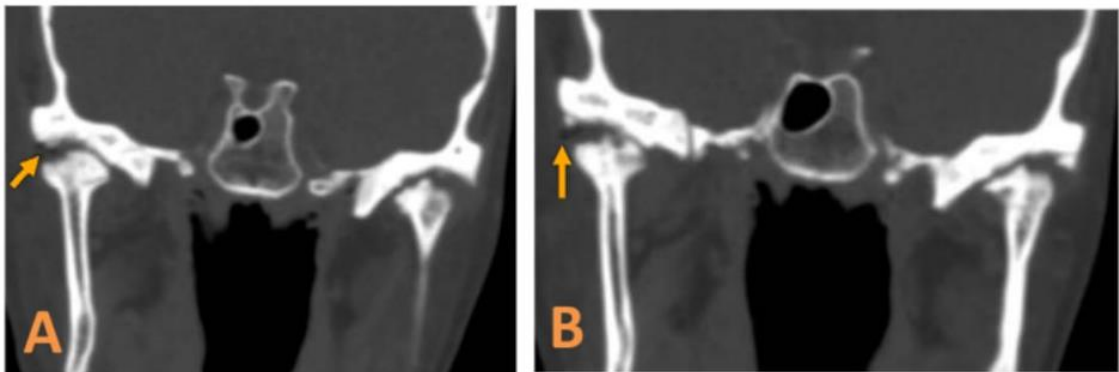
Cortes coronales de TC (A, B) que muestran disminución del espacio articular en ambas ATM, erosiones, esclerosis subcondral y osteofitos (9)
